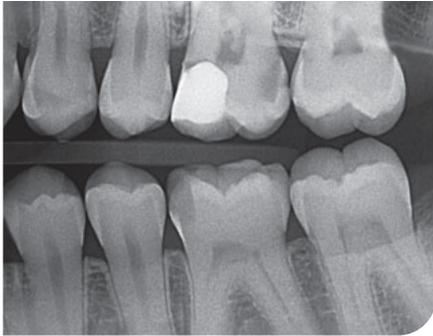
Röntgenausgangsbild.
